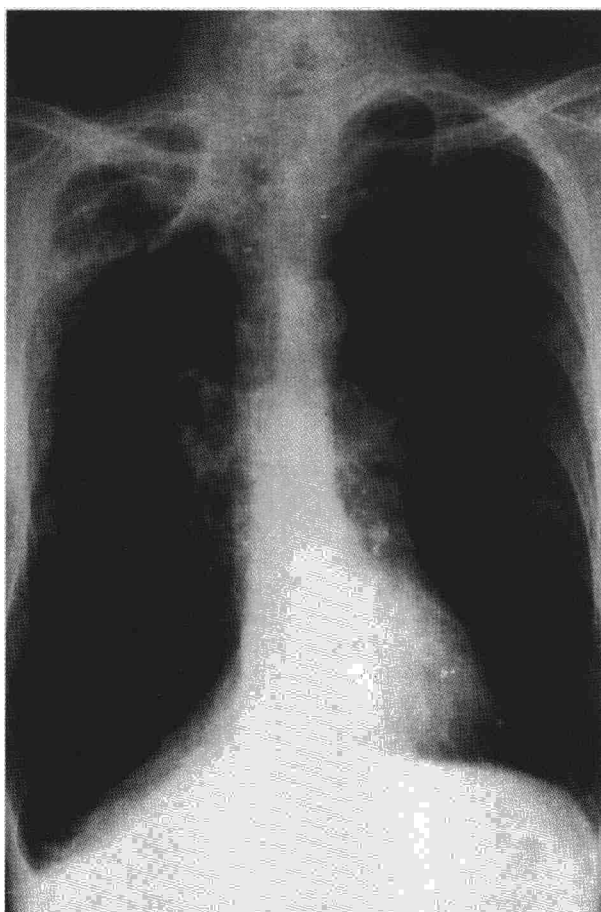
Radiografía de tórax. Aspergiloma simple localizado en el vértice pulmonar derecho.
